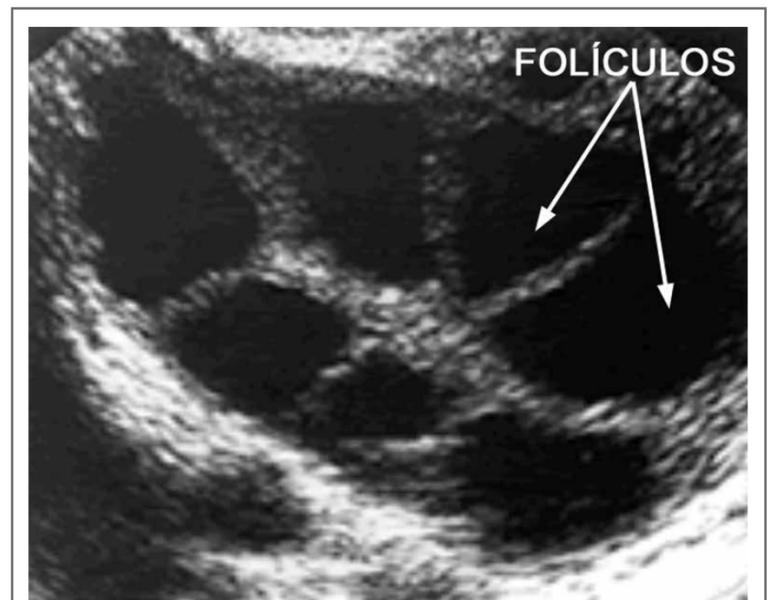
Ultrassonografia transvaginal mostrando folículos ovarianos após estimulação hormonal.
